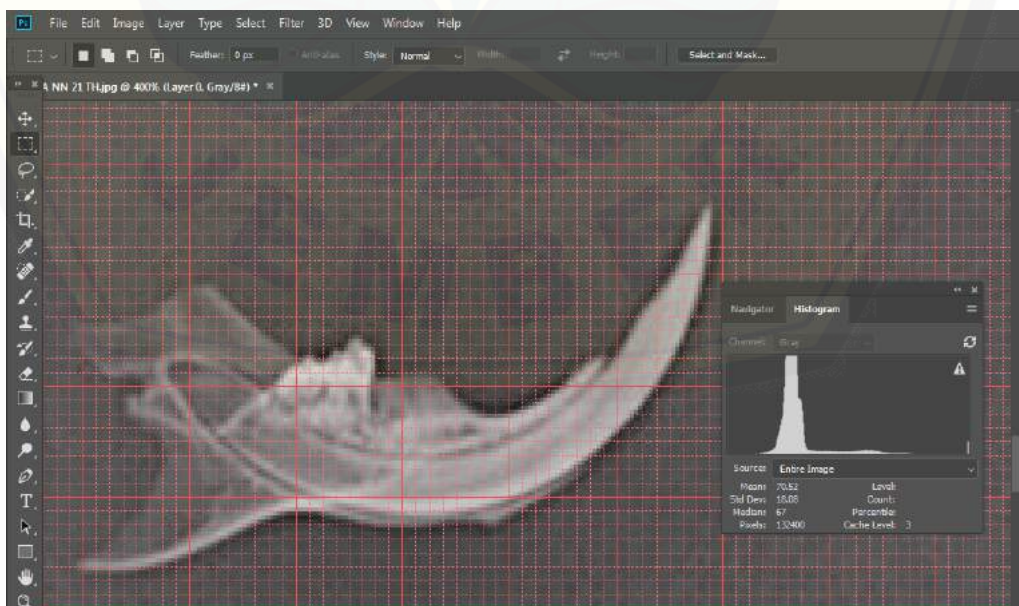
Tampilan foto rontgen tiap sampel saat diperbesar. (A) Sampel foto kelompok Saline 21. (B) Sampel foto kelompok Saline 28. (C) Sampel foto kelompok Kitosan 21. (D) Sampel foto kelompok Kitosan 28.
